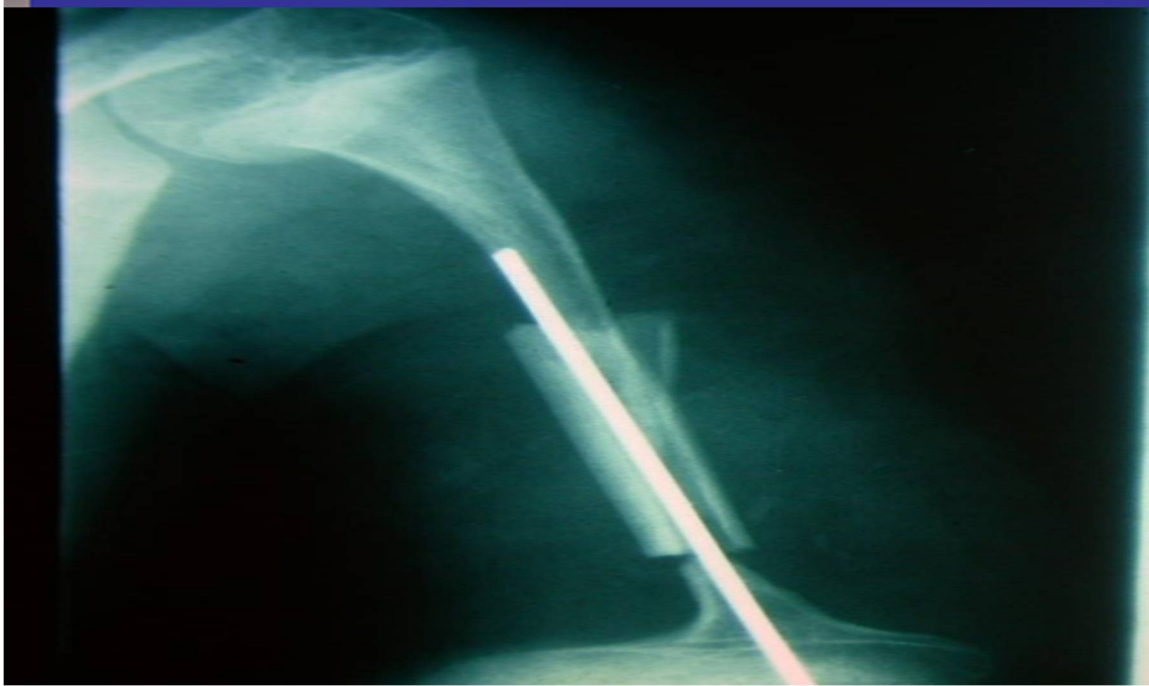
Radiographie post chirurgicale montrant le montage avec greffon péronier
